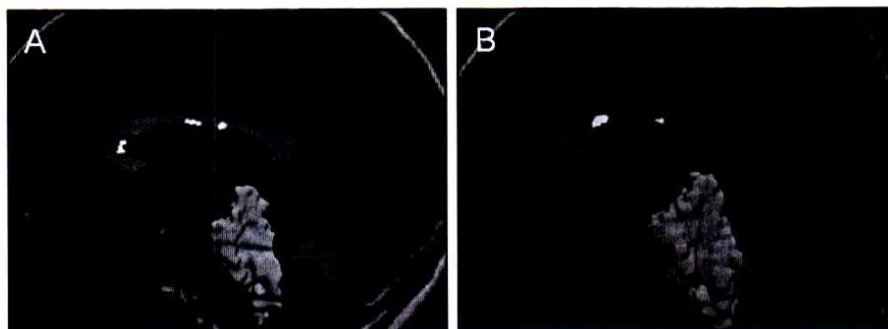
Relevant brain MRI-images in a sagittal plane of 2 multiple sclerosis patients presenting with (A) and without (B) mirror electromyographic activity. Corpus callosum volume is highlighted in a two-dimensional manner (top, green), while brainstem volume is shown in 3D (bottom, grey). Note that the patient with mirror electromyographic activity (mEMG) has a diminished brainstem volume with respect to the patient without mEMG. No clear differences between patients are noticed for corpus callosum volume neither for callosal lesions (white empty areas). (For interpretation of the references to color in this figure legend, the reader is referred to the web version of this article.)
